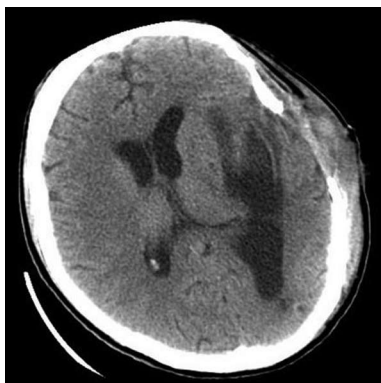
КТ, аксиальная проекция, на 28-е сутки после разгрузочных операций. Постгеморрагическая полость в левой височной доле, соединяющаяся с левым боковым желудочком; умеренный дислокационный синдром.
